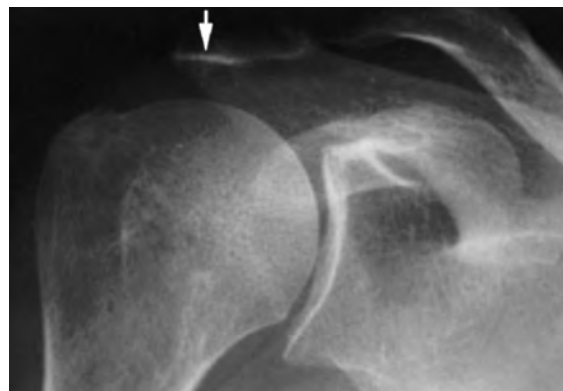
Radiografía que muestra la esclerosis subacromial, la llamada señal del sourcil (flecha), de la carga crónica de la superficie inferior del acromion en el proceso de pinzamiento. (De Matsen FA III, Arntz CT: Subacromial impingement. In Rockwood CA Jr, Matsen FA III, editors: The shoulder, Philadelphia, 1990, Saunders).
